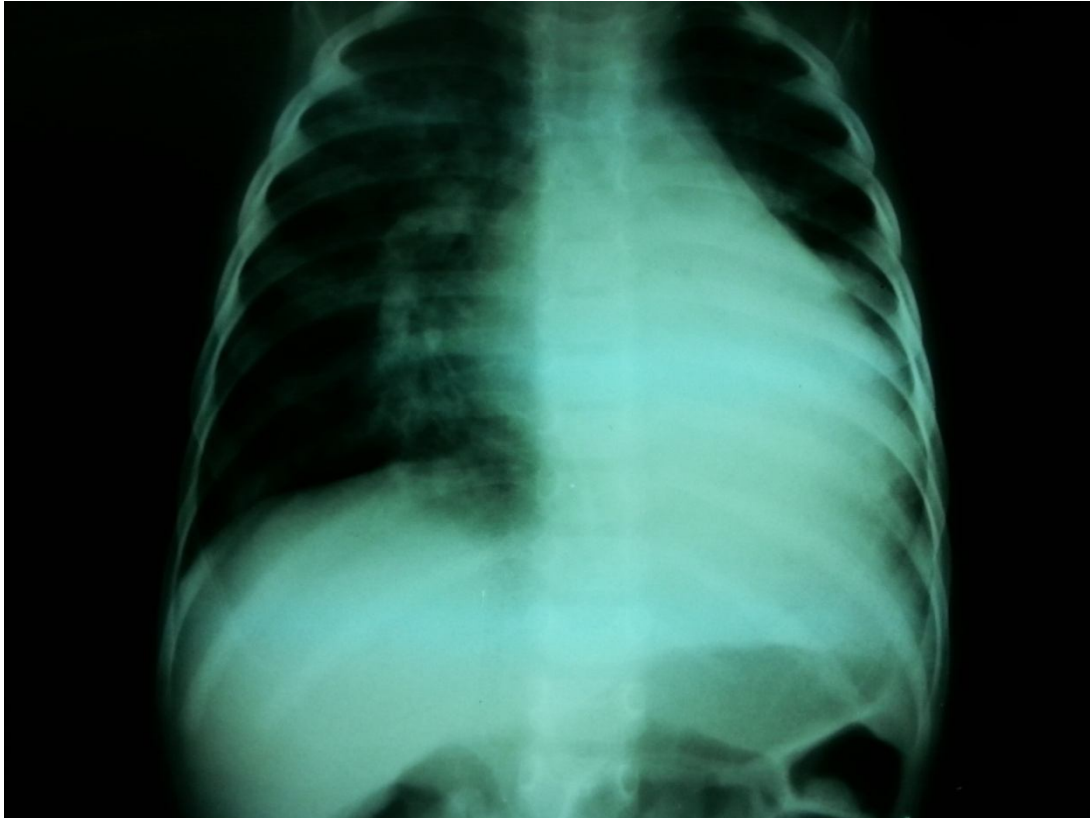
Radiographie pulmonaire de face montrant une cardiomégalie avec un ICT à 0,73 chez un enfant porteur d'une persistance du canal artériel.
